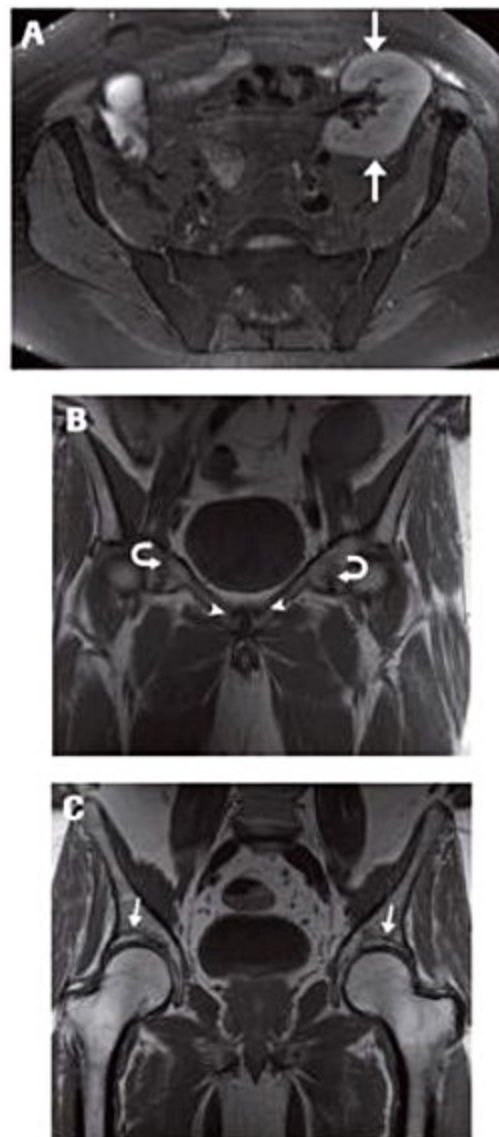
Osteodistrofia renal – fraturas por insuficiência. RM da bacia, imagens axial ponderada em T2 (A) e coronais ponderadas em T1, sendo um corte mais anterior, no nível da sínfise púbica (B), e o outro mais posterior, na altura dos acetábulos (C). Observa-se a presença de um rim transplantado na fossa ilíaca esquerda (setas grossas). Notam-se, ainda, traços lineares de fratura nos ramos iliopúbicos (setas curvas), junto à sínfise púbica (cabeças de seta) e nos tetos acetabulares (setas finas), bilaterais e simétricos.
